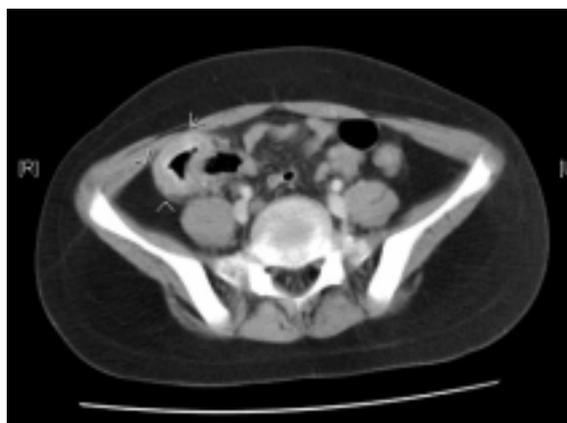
TC abdominal con contraste (paciente 1), en el que se observa un marcado engrosamiento concéntrico de las paredes del ciego de 6 mm, con aumento de densidad de la grasa mesocólica por infiltración edematosa.
